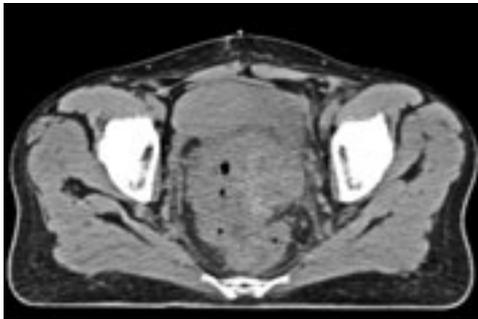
КТ малого таза пациентки при поступлении
